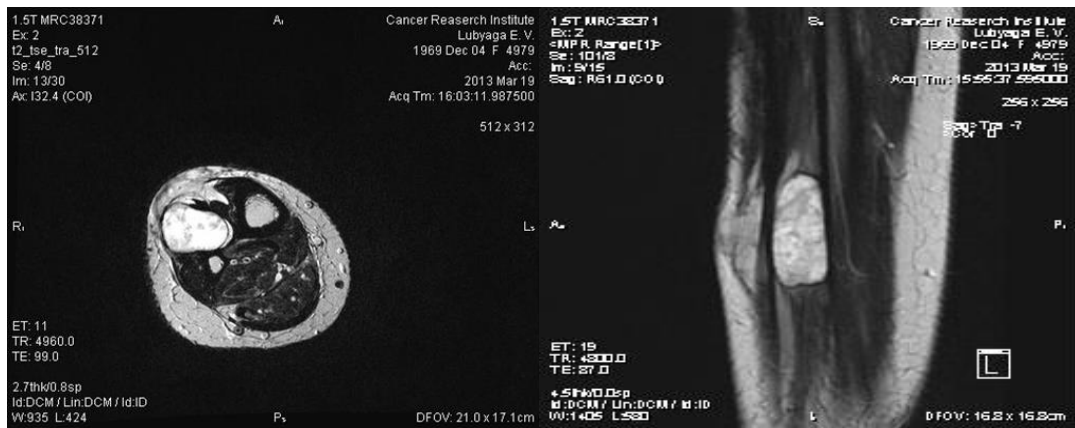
МРТ-исследование правой голени до начала лечения
